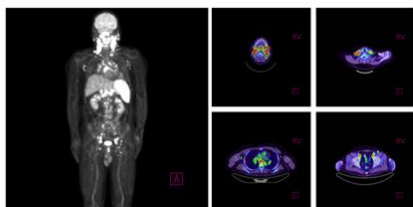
PET-CT findings: Multiple abnormal accumulation of FDG was confirmed in the lymph nodes from the craniocervical region to the supraclavicular fossa, axilla, mediastinum, abdominal paraaortic field, iliac artery field in and out of bilateral iliac arteries, and both inguinal regions.
